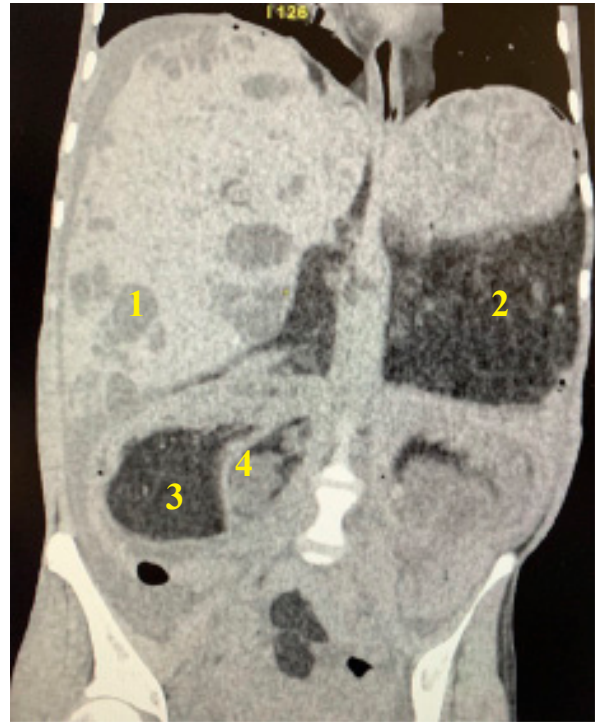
Компьютерная томография брюшной полости пациентки с липоматозом желудочно-кишечного тракта. Во фронтальной плоскости в печени видны множественные очаги липоматоза (1); желудок (2) и двенадцатиперстная кишка (3) расширены до гигантских размеров, в просвете которых определяется опухолевидное образование (4).
